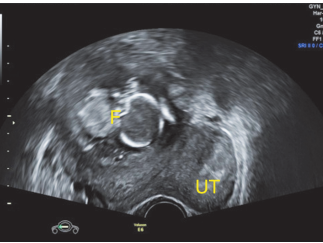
二维超声子宫横切面示右侧残角子宫妊娠(UT: 子宫; F: 胎儿)
